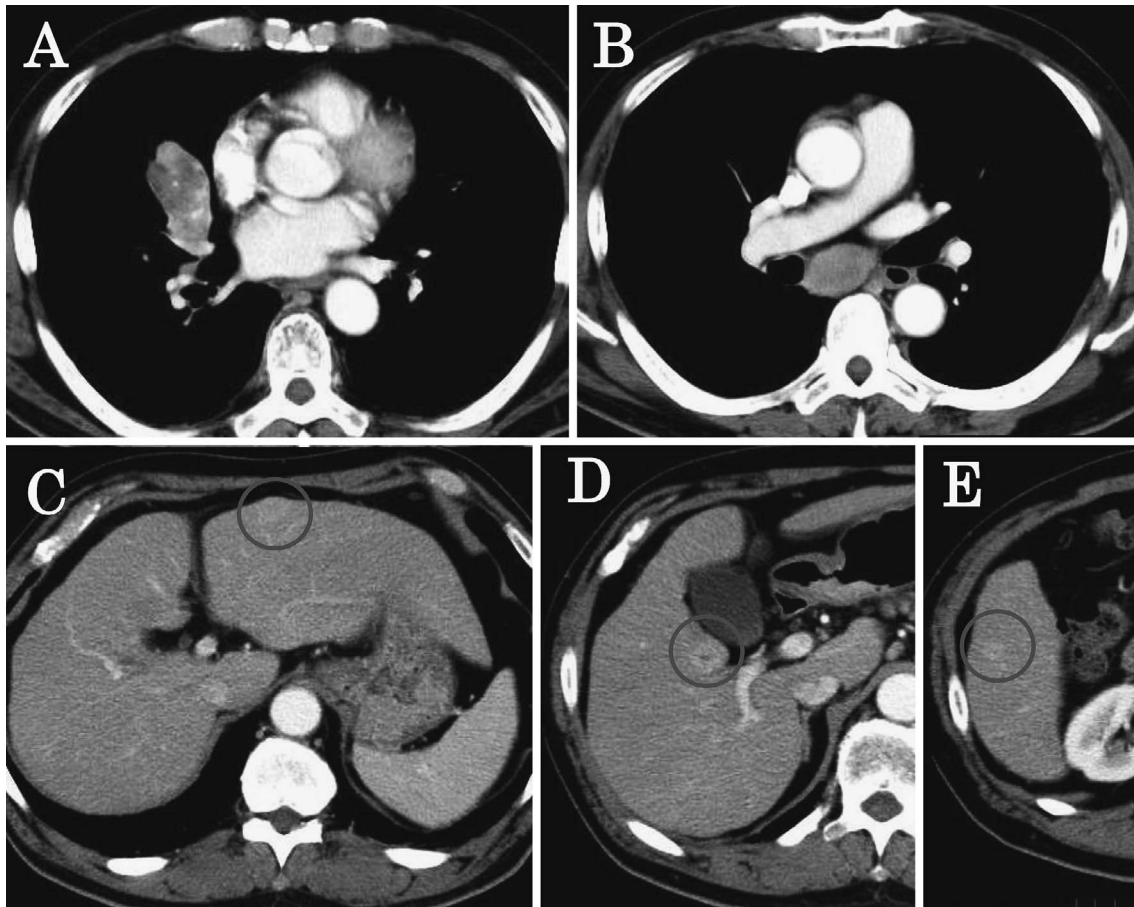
Chest computed tomography on admission shows a tumor mass in the right middle lobe and sub-carinal lymph node enlargement (A, B). Abdominal enhanced computed tomography shows multiple liver metastases (C, D, E).
